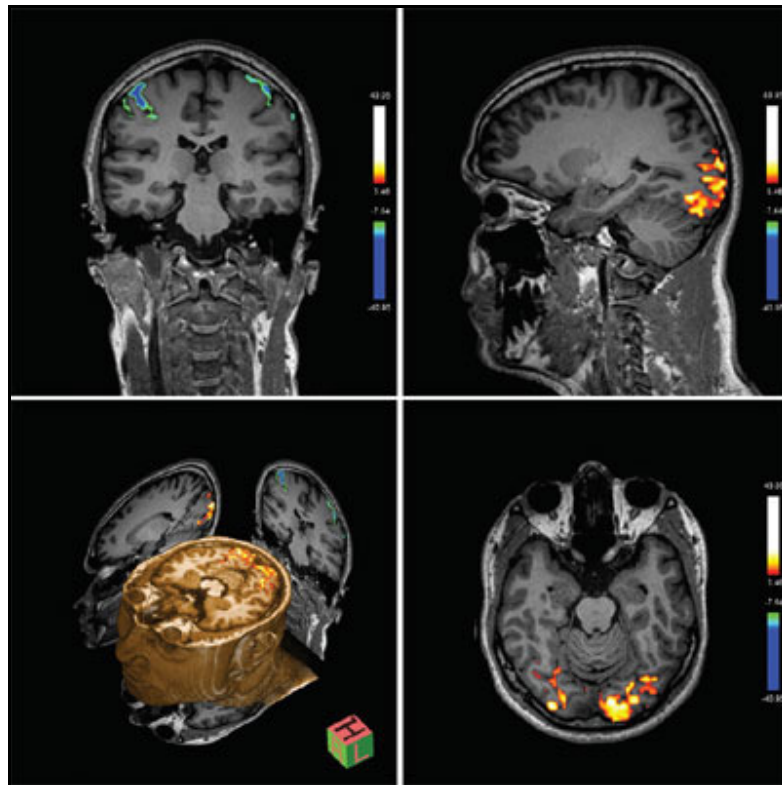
Immagini di f-MRI ottenute con scanner a 7T.
